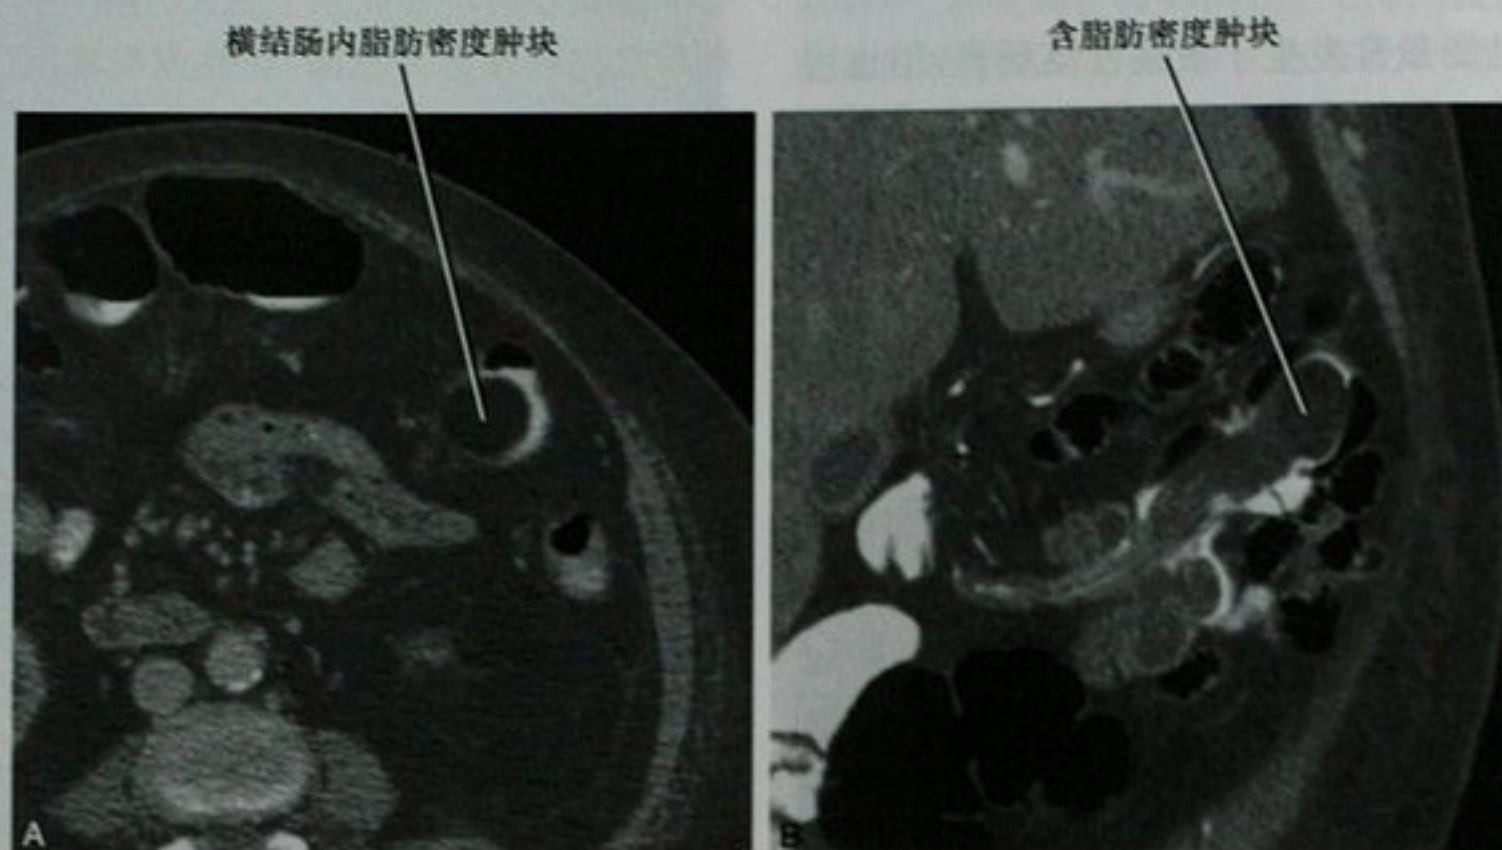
两例结肠脂肪瘤的 CT 图像。A. 腹部增强 CT 横断面图像,结肠脂肪瘤患者,尽管是黏膜下来源的,肿块明显突入肠腔内;B. 另一患者的增强 CT 斜冠状面重建图像可见横结肠一个发生套叠的带蒂脂肪瘤
